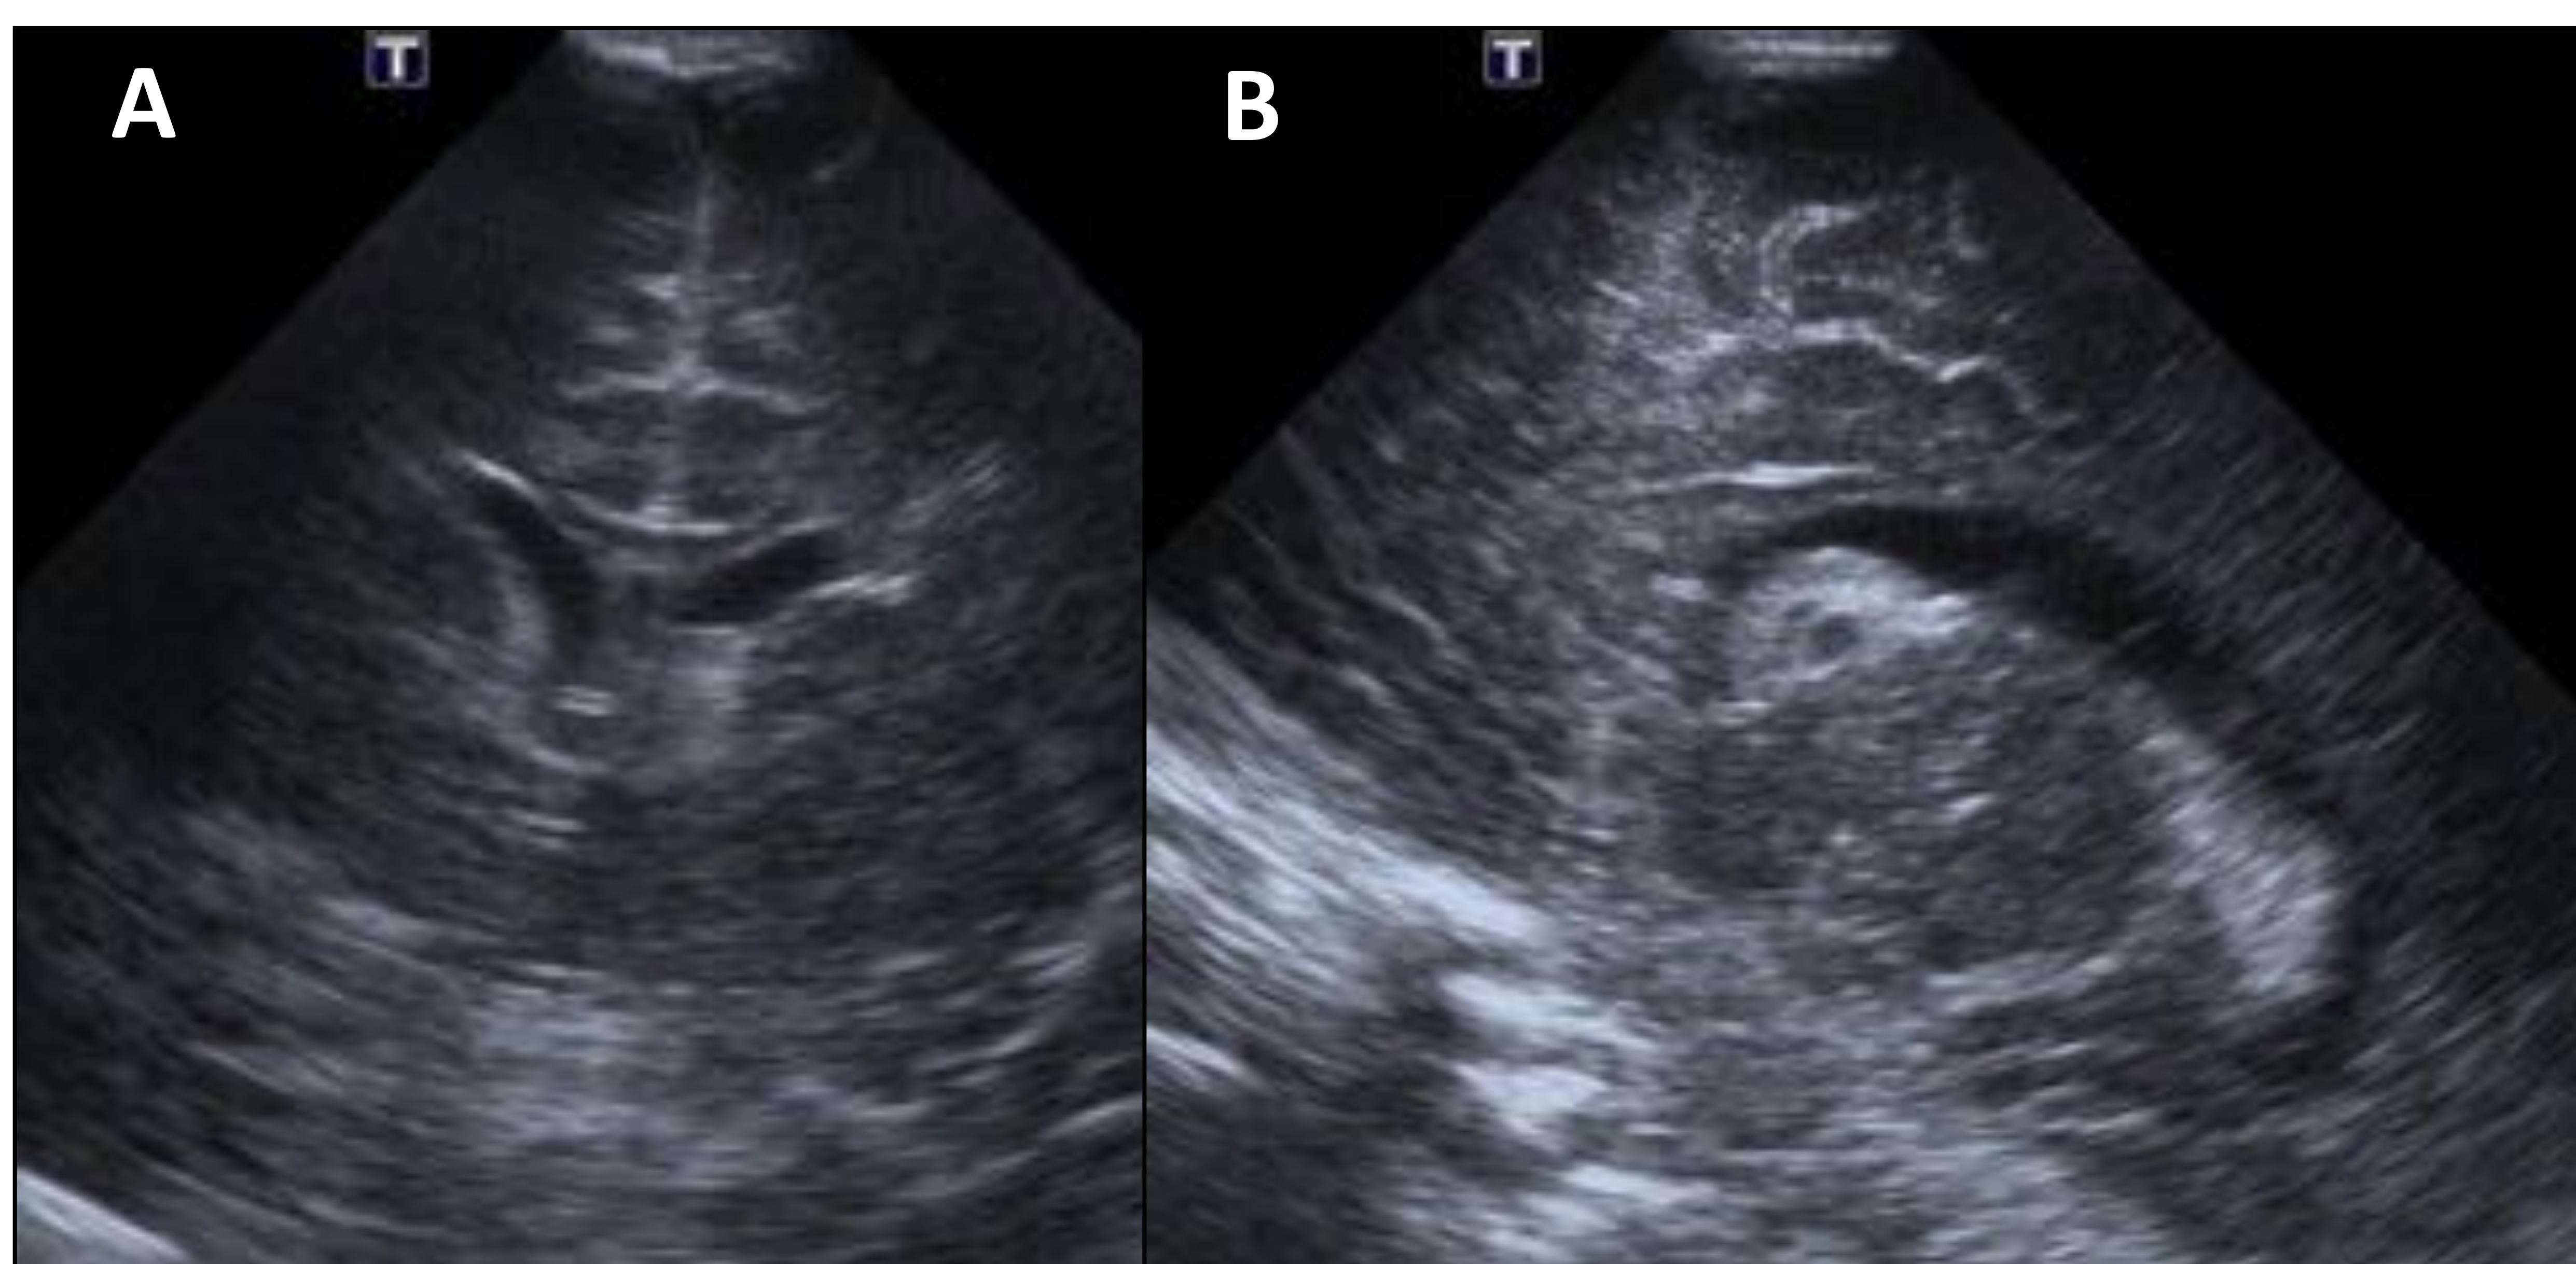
Ecografía transfontanelar en plano sagital demostrando una hemorragia grado 1 en el surco caudo-talámico izquierdo, que ha desarrollado unos pequeños quistes en su interior.
